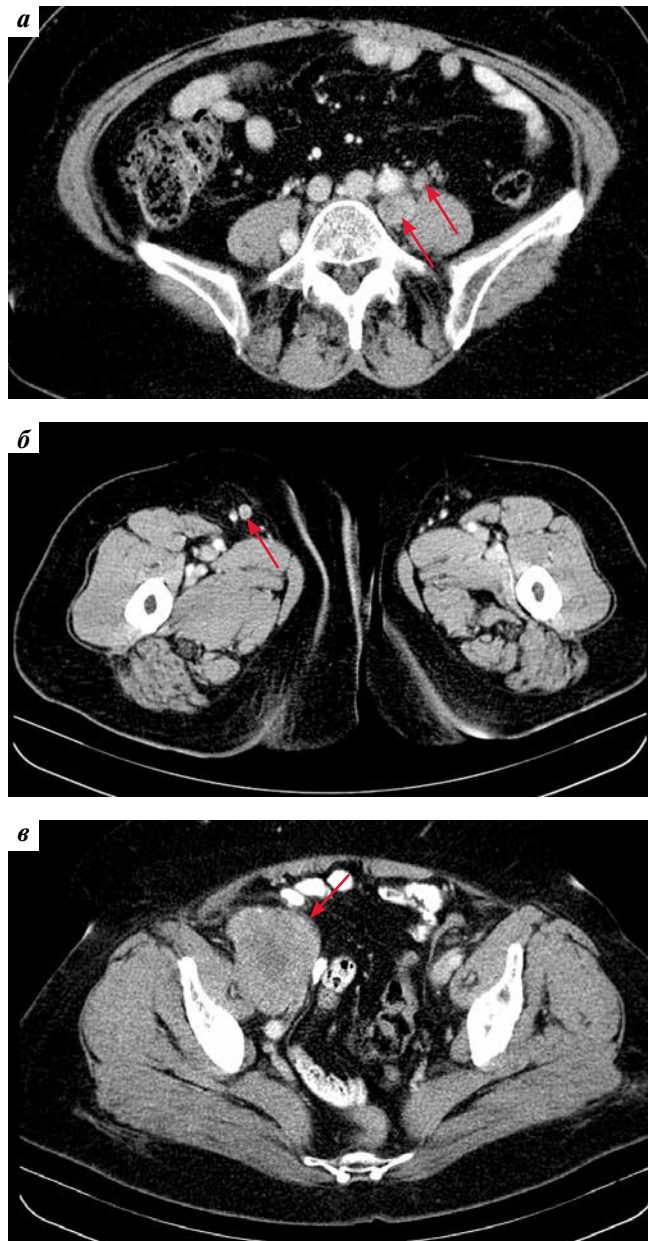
Contrast-enhanced computed tomography scan of the abdominal cavity and pelvis from 12.10.2021 (before the initiation of first-line chemotherapy with paclitaxel + carboplatin). Cancer affected retroperitoneal lymph nodes (LNs) along the left common iliac artery (a), LNs in the right inguinal region (b) and LNs in the area of the right external iliac vessels (v) (arrows)
